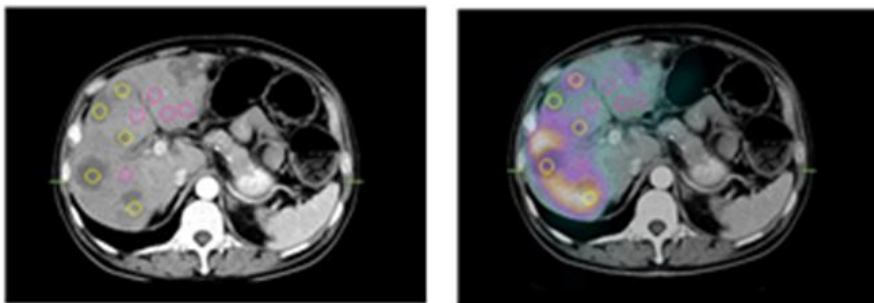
Cálculo del índice TN dibujando sobre la imagen de  $^{99m}\text{Tc}$ -MAA SPECT-CT regiones de interés del mismo tamaño sobre el hígado sano diana (rosa) y el tejido tumoral (amarillo).
